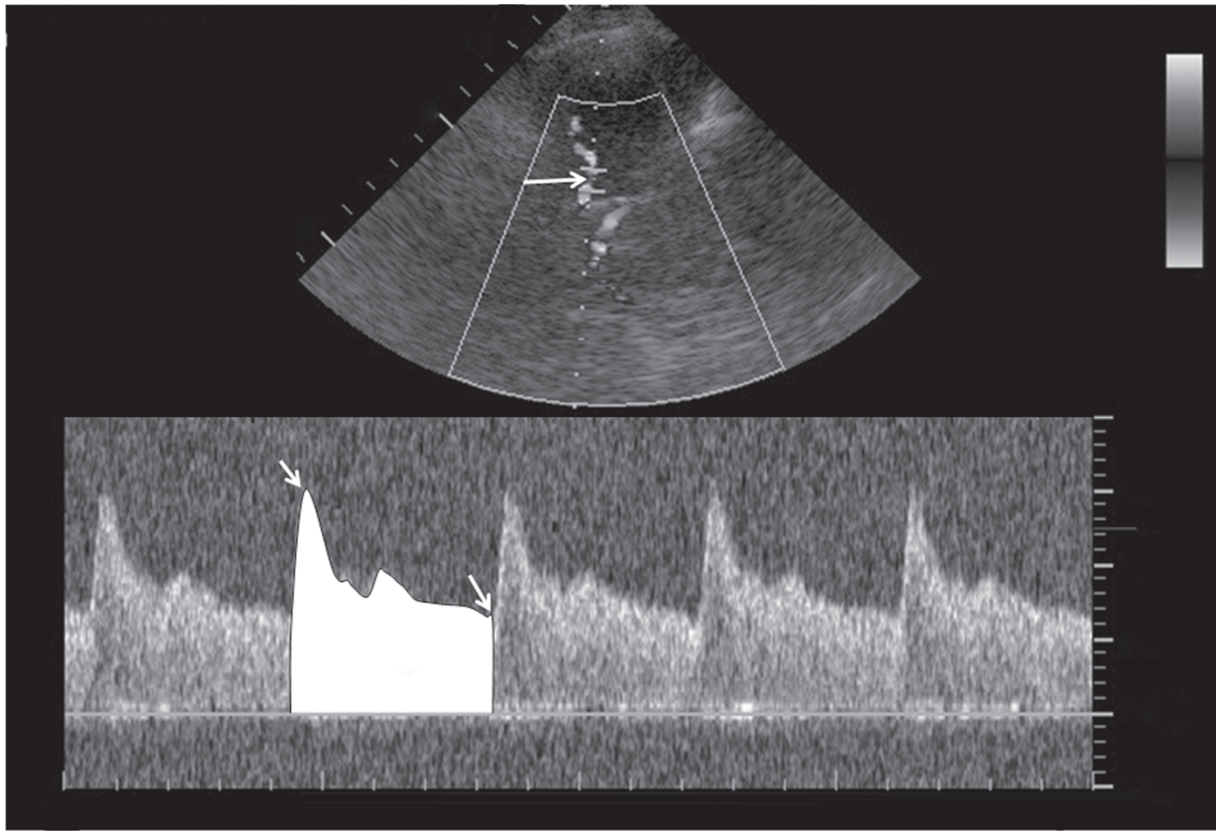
Doppler transcrânien bidimensionnel : le signal Doppler est enregistré à partir du segment proximal de l'artère cérébrale moyenne. Vitesse d'écoulement du sang diastolique, vitesse moyenne du flux sanguin, flux sanguin systolique, rapidité. [103]
